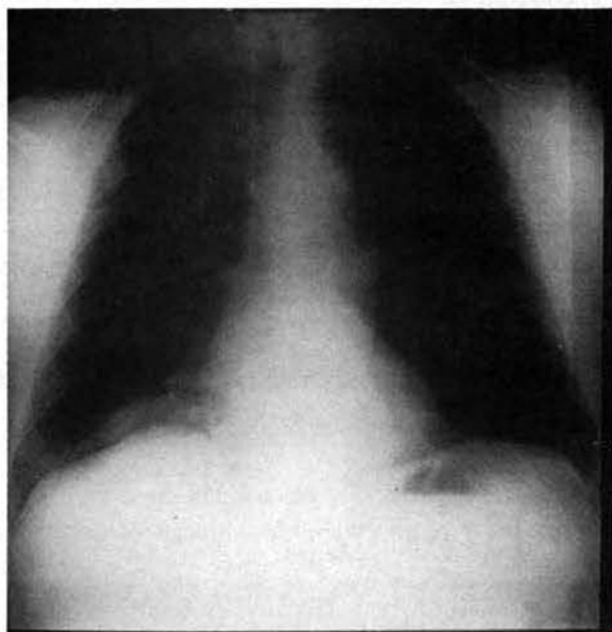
Radiografia simples do tórax de doente com metástase pulmonar colo-rectal. Tumor do LID.
